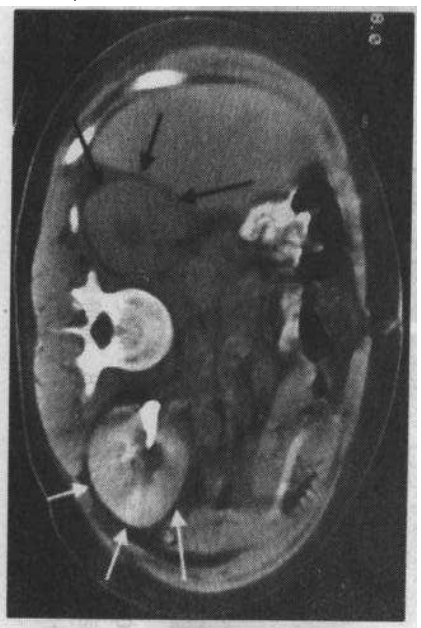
右肾动脉损伤后强化CT扫描右肾内未见对比剂排泄物(箭)。右肾功能正常的左肾(白箭)缩小
